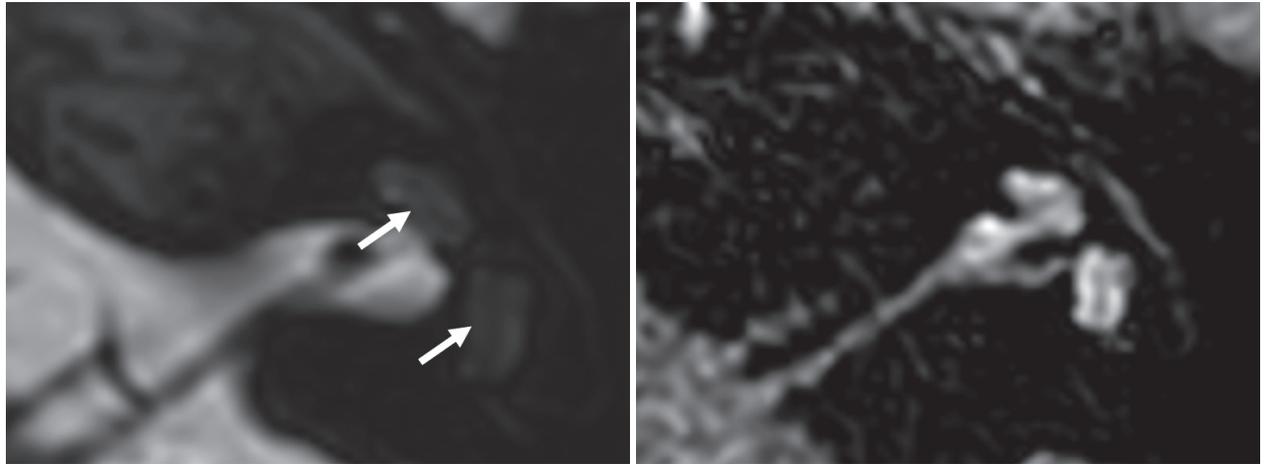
Preoperative MRI findings of case 2 (left ear). A: Filling defect at the cochlea and vestibule in T2 weight image (arrows). B: High signal intensity at the same region in post-contrast three-dimensional fluid attenuated inversion recovery image.
